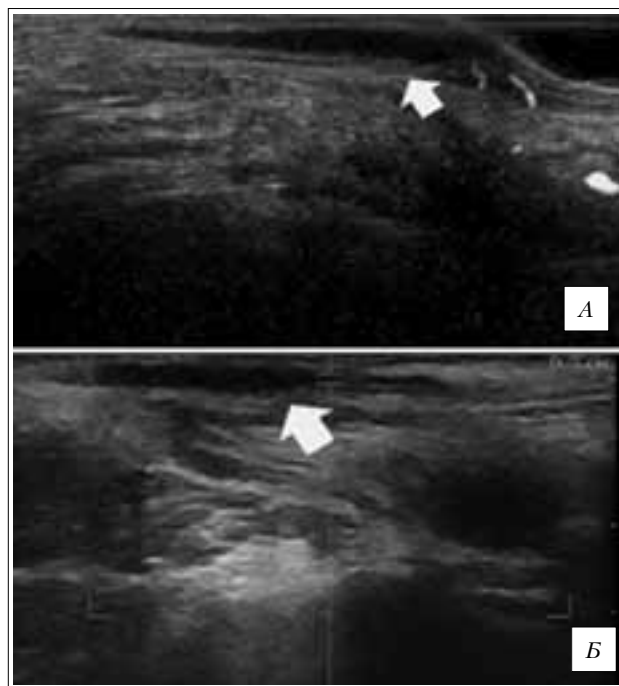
Данные УЗИ ректальным датчиком на 45-й день после операции: А – после ДДМ, В – после ГЭ
